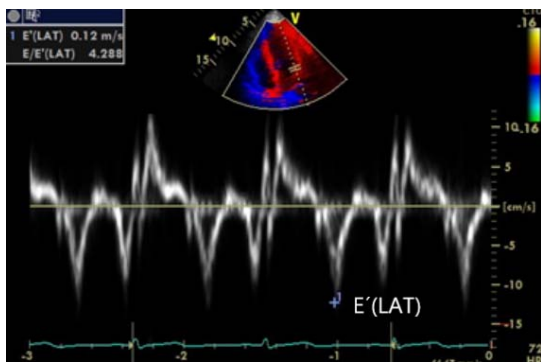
E'(Lat) wave measured by Tissue Doppler
